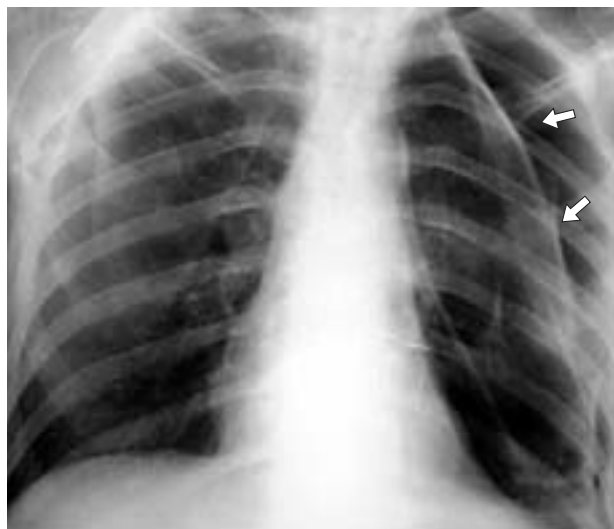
Рентгенография грудной клетки, прямая проекция. Левосторонний спонтанный пневмоторакс (стрелки).
